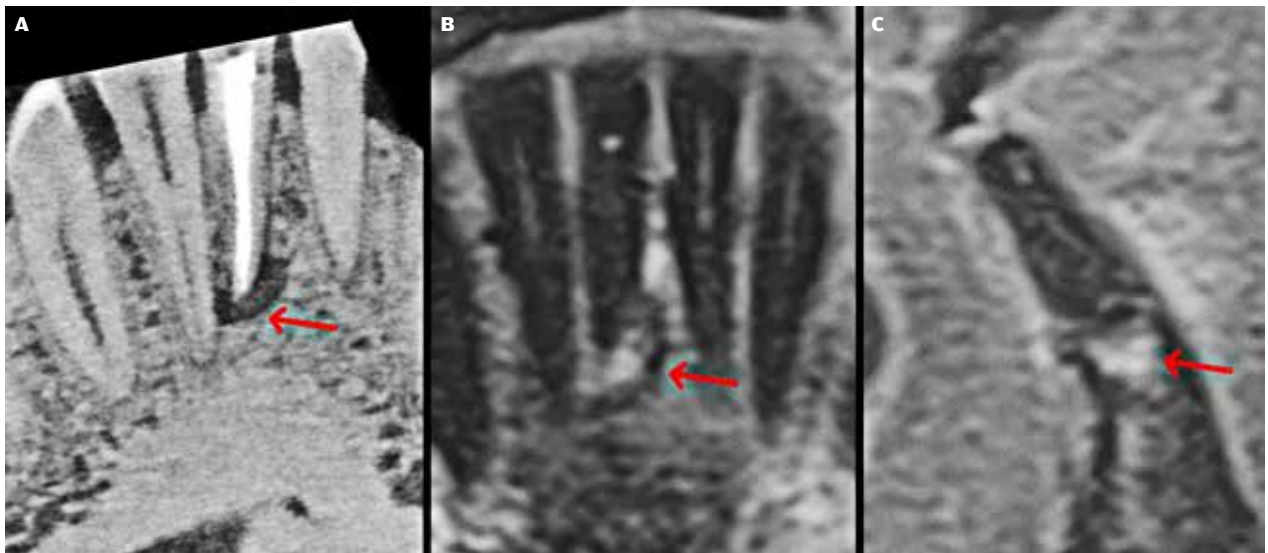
Eksempel på rodbehandlet 1- med apikal opløring og antydning af aktiv inflammation. A. CBCT-snit i koronalplanet, der viser apikal opløring 1- (pil). B. ddMRI-snit (PD-STIR, optagelsestid ca. 3 min.) i koronalplanet. C. ddMRI-snit (PD-STIR, optagelsestid ca. 3 min.) i sagittalplanet. Røde pile på ddMRI-snit markerer et hyperintense signal i det periapikale område omkring apex 1-, hvilket antyder aktiv inflammation (væskeophobning) i området.
